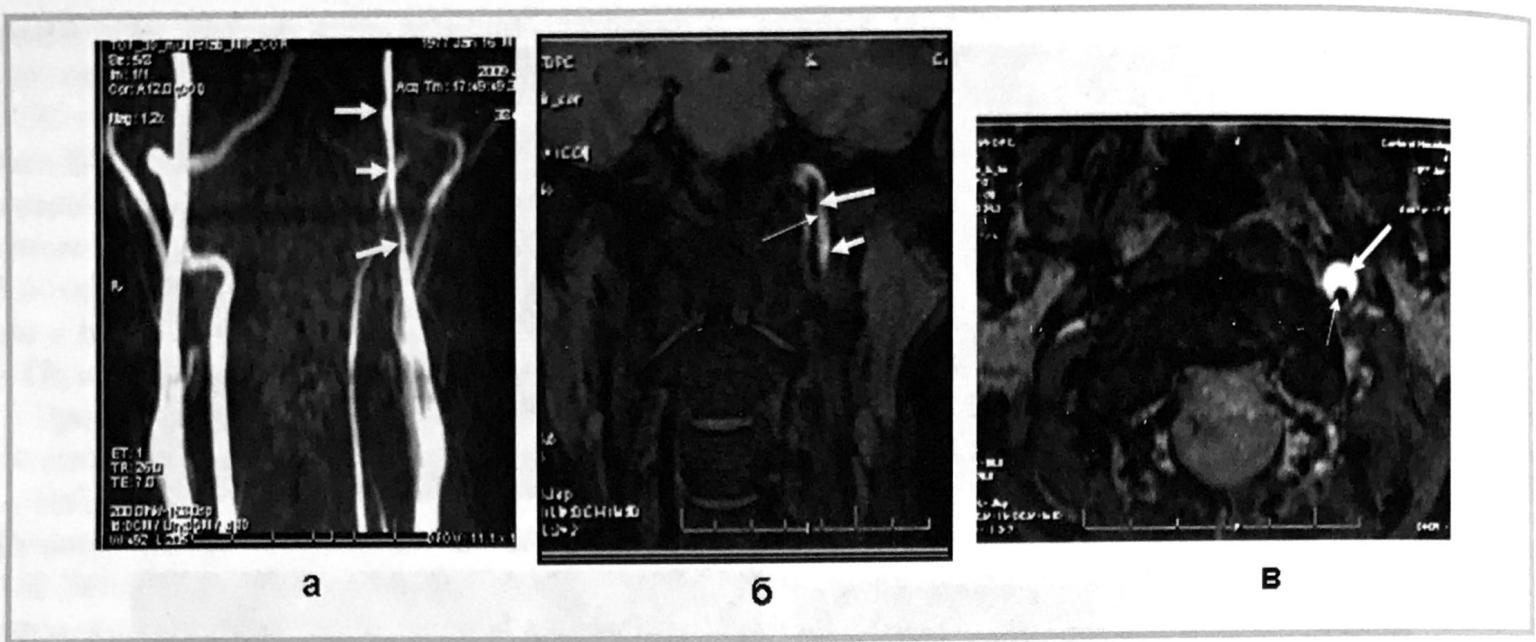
Больной А., 32 лет. МРА и МРТ шеи.
